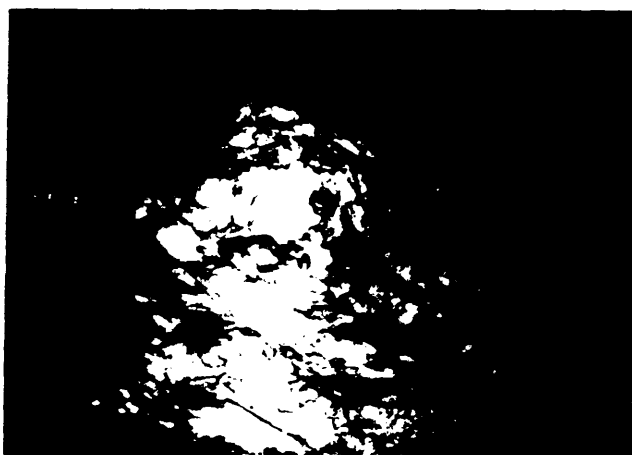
HEPATOCARCINOMA TIPO EXPANSIVO SOBRE HÍGADO CIRRÓTICO. SE OBSERVA UNA MASA TUMORAL, PROMINENTE, IRREGULAR, LUBULADA, CON GRUESOS VASOS VENOSOS EN SU SUPERFICIE DE ASPECTO VARICOSO.
